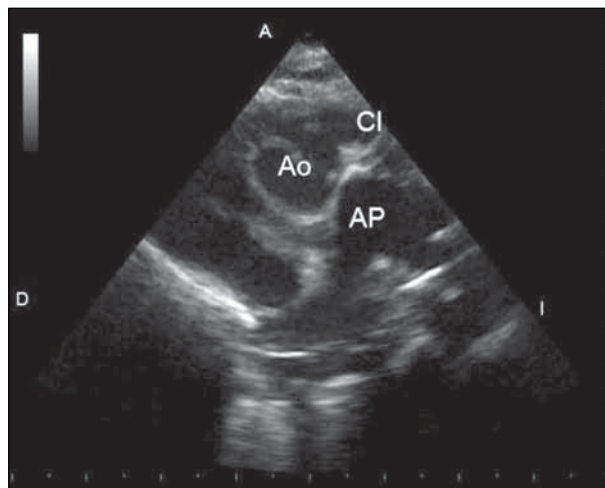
Ecocardiografía bidimensional (eje corto de los grandes vasos), donde se observa la aorta (Ao) en posición anterior y derecha, con la arteria pulmonar (AP) y sus dos ramas.
